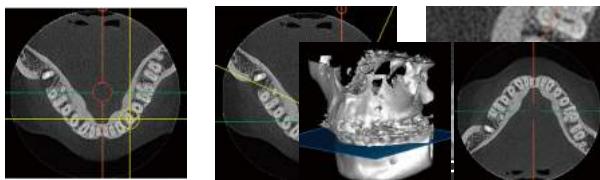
a: 患歯に照準を合わせ、b: 歯列弓の近遠心にCT断面線を合わせ、c: 診やすいよう拡大する。
